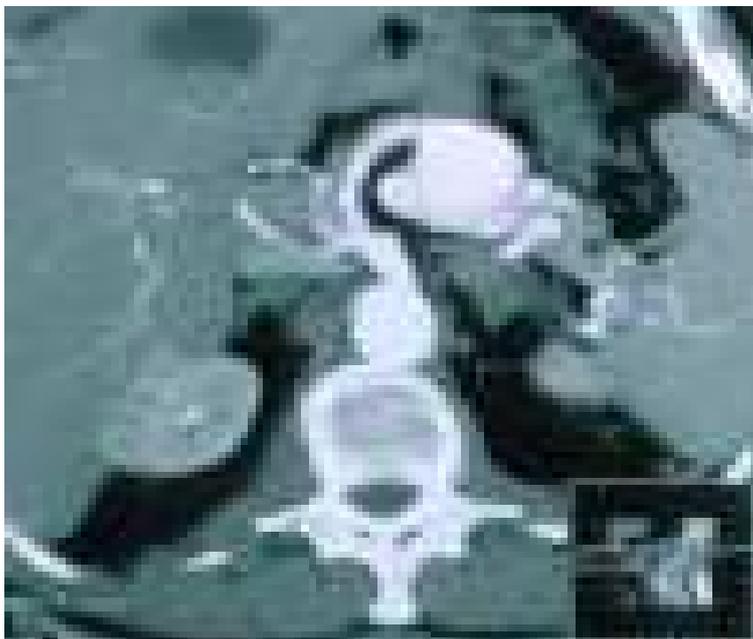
Aneurisma dell'arteria splenica visualizzato all'esame TC nelle sezioni trasversali.
